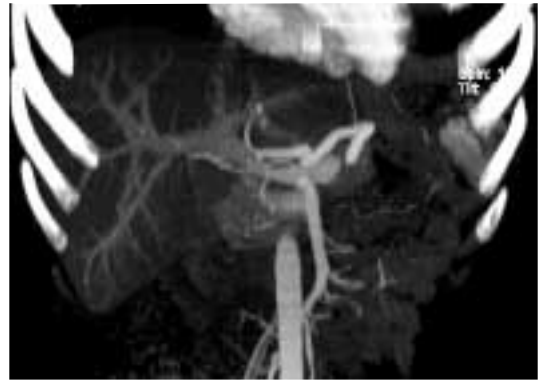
Ricostruzione MIP coronale ottenuta da scansioni TC dell'addome superiore in fase arteriosa tardiva di candidato donatore di 22 anni. Si osserva precoce divisione dalla vena porta di un ramo diretto al VI segmento (freccia).
